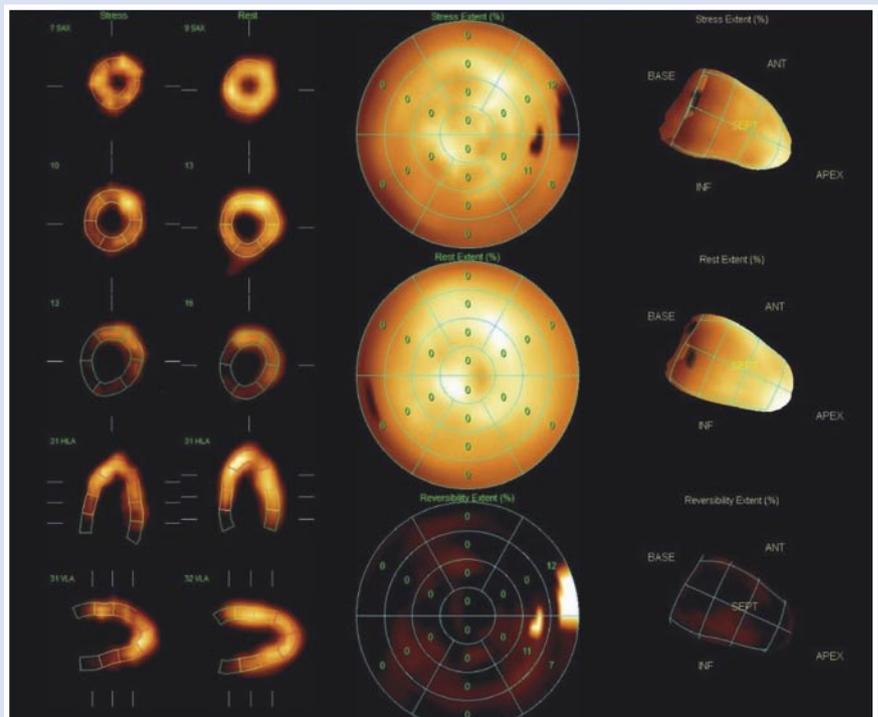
Сцинтиграфия миокарда пациента через 1 год после операции КШ+ ЮрЛеон III.
